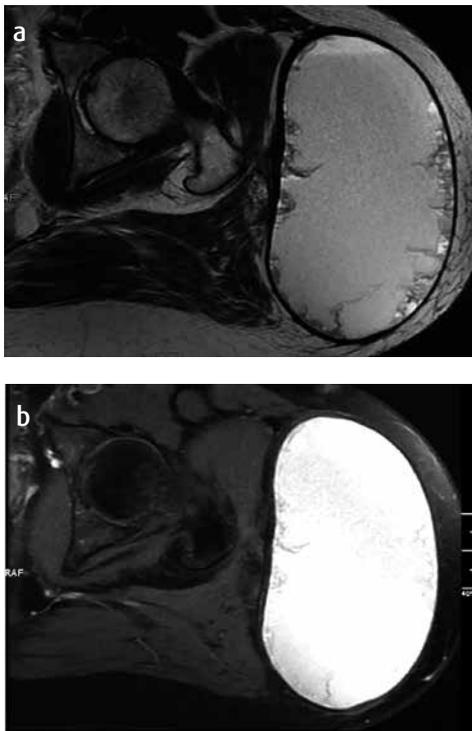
a y b). RM FSE T2 y supresión grasa, T2 Axial. Colección entre tejido celular subcutáneo y fascia en la cadera izquierda. Esta colección muestra la cápsula de espesor variable; en su interior, adyacente, se evidencia líquido.
